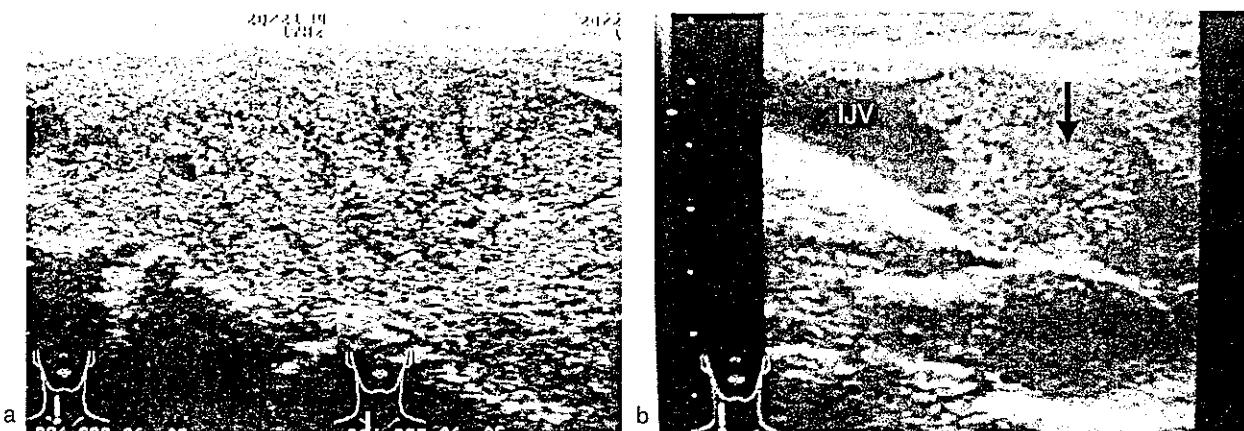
Preoperative ultrasonographic findings of the neck in Case 1.
